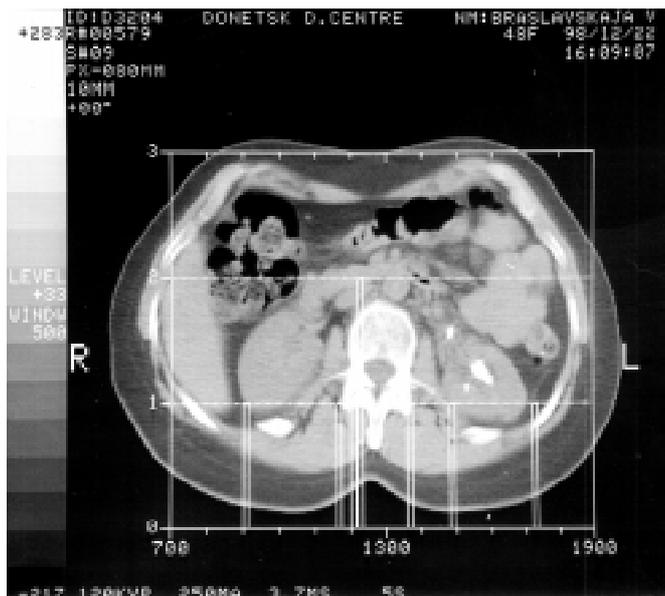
Комп'ютерна гістотомограма каменя лівої нирки. Середні показники щільності 1420 од.Н, її розкид 420 од. Н при інтервалі 900–1740 од.Н
